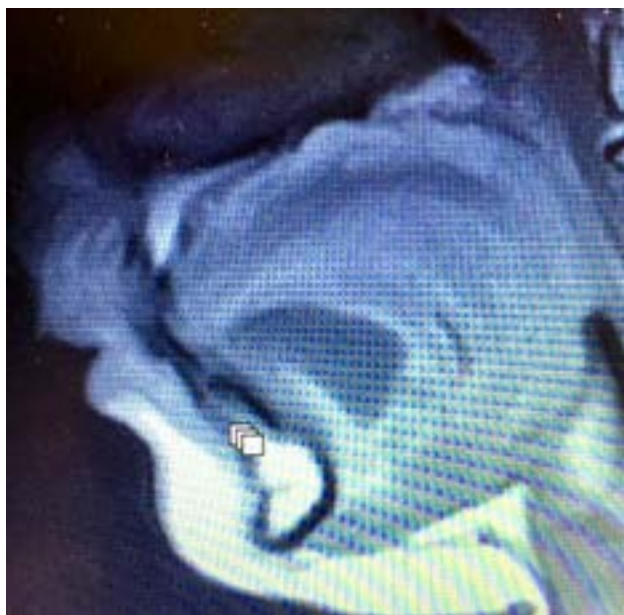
Resonancia magnética. Corte sagital donde se observa una lesión con aumento de señal homogéneo, de bordes bien definidos, de unos 3cm en la región sublingual.
